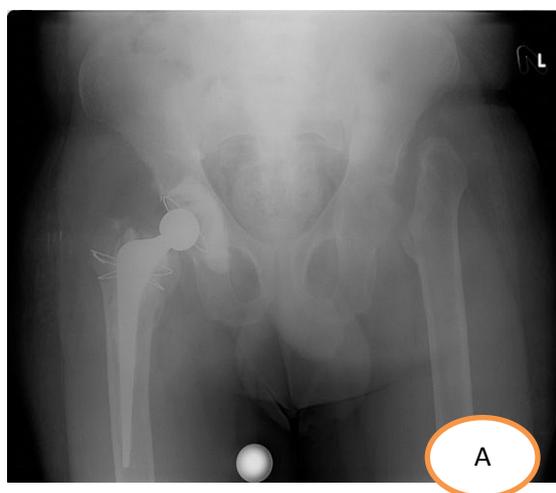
А - рентгенологический результат; Б – его оценка
